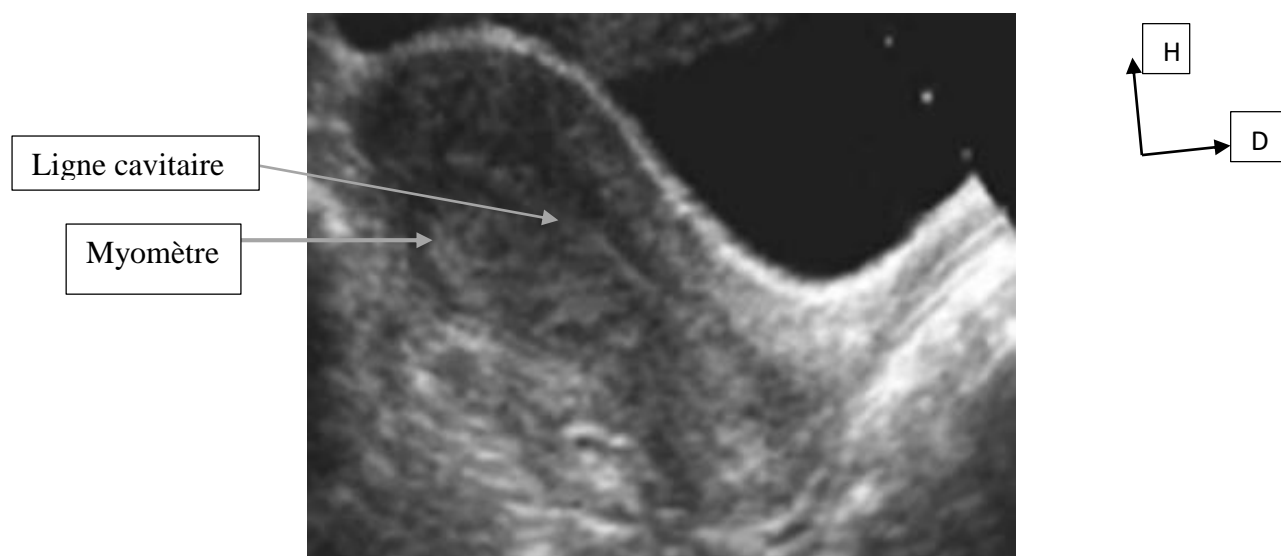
Image échographique en coupe longitudinale mettant en évidence un utérus à angle de flexion antérieure (anté fléchi), échogène d'échostructure homogène et de contours réguliers. En avant on note une partie de la vessie à contenu anéchogène. [2]
